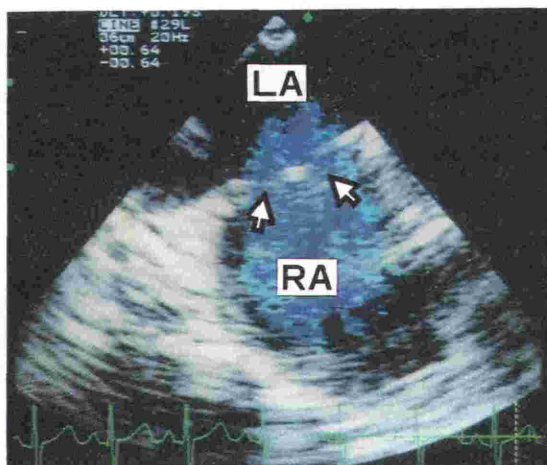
Transesophageal view of an atrial septal defect. Due to a Chiari network crossing the atrial septal defect, there seems to be two small defects (arrows). LA=left atrium; RA=right atrium.
